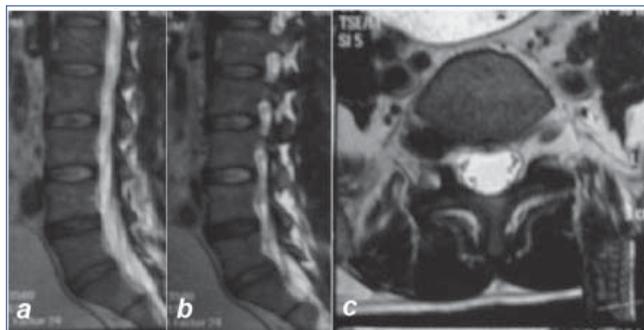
a) Caso 1: RMN de columna lumbosacra cortes sagitales en T2, y b) RMN de columna lumbosacra cortes axiales en T2 que muestran hernia discal foraminal derecha L5-S1 con oclusión del foramen y compresión de raíz espinal L5 derecha.
